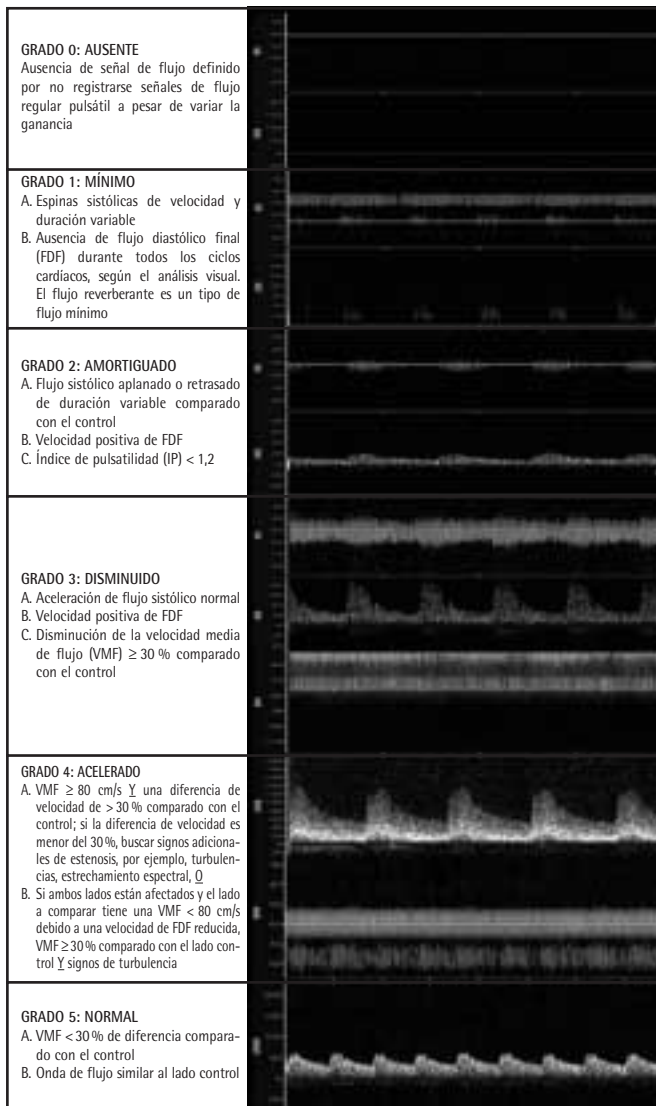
Definición de los grados de flujo Thrombolysis in Brain Ischemia TIBI. Ilustración de la clasificación de flujo residual TIBI combinando la onda de flujo Doppler con el modo power-motion transcranial.
